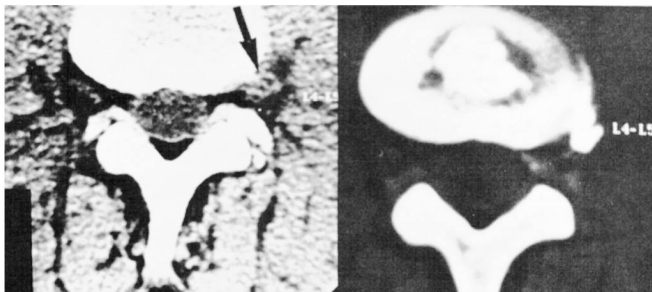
À esquerda, tomografia computadorizada revelando hérnia de disco extraforaminal (extremolateral) em L₄-L₅. À direita, na CT complementada com discografia, a comprovação da hérnia extremolateral extrusa.
